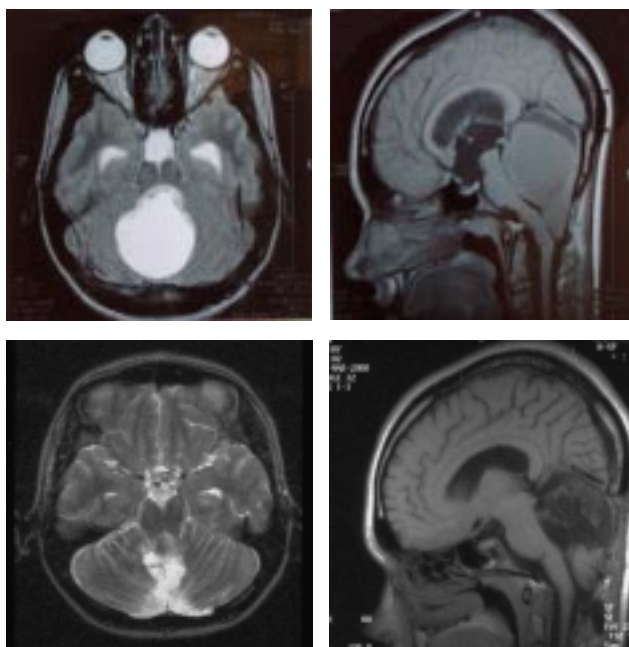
МРТ головного мозга больной Н. (диагноз — астробластома мозжечка) до и через 3 месяца после комбинированного лечения.
